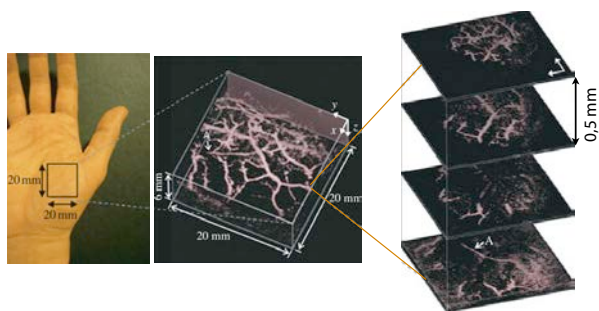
Photoakustische Tomographie an einer Hand. [1].
